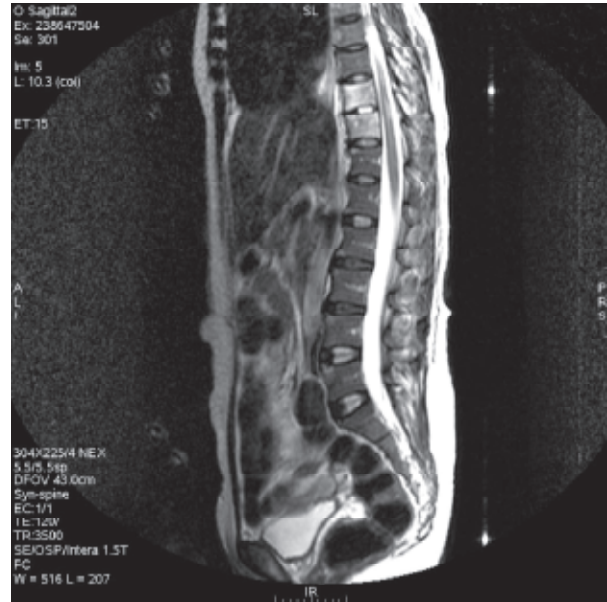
Resonancia nuclear magnética de columna dorsolumbar, corte sagital en T2, se observa afectación del cuerpo vertebral de D10 y D11 y compromiso medular entre D10 y D11.
